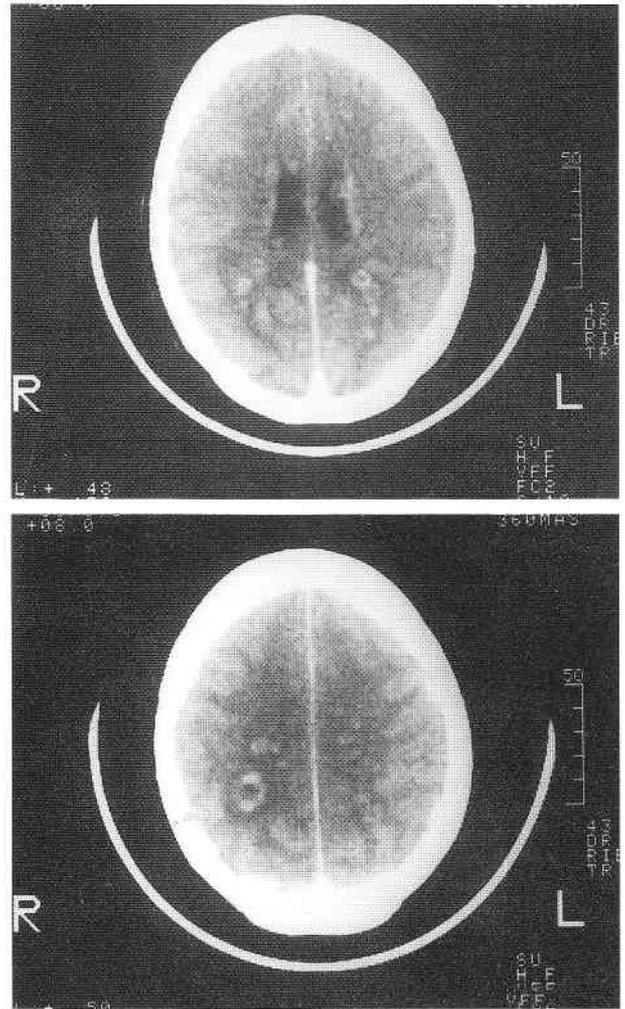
A-B: TAC con contraste EV que objetivan numerosas lesiones lacunares, para ventriculares y subcorticales en "anillo de sello".
